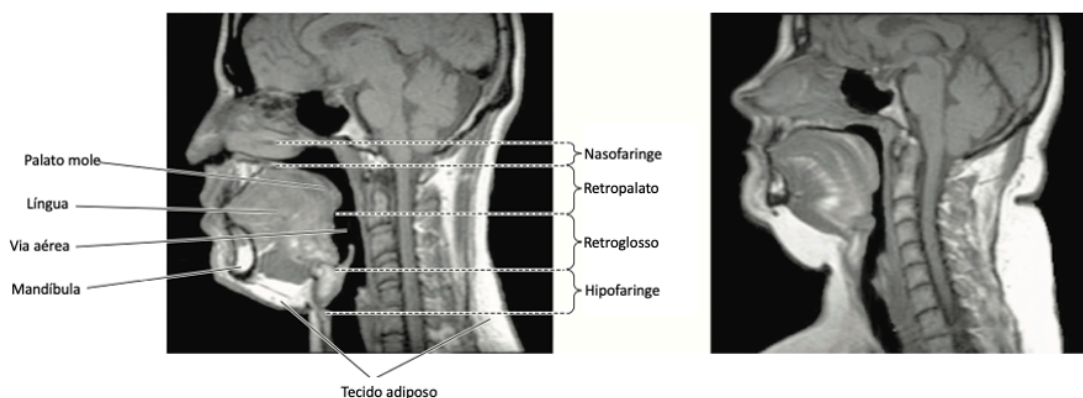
Ressonância magnética de um paciente normal à esquerda e de um paciente com SAOS severa à direita, com evidente constrição da orofaringe⁽¹⁰⁾
